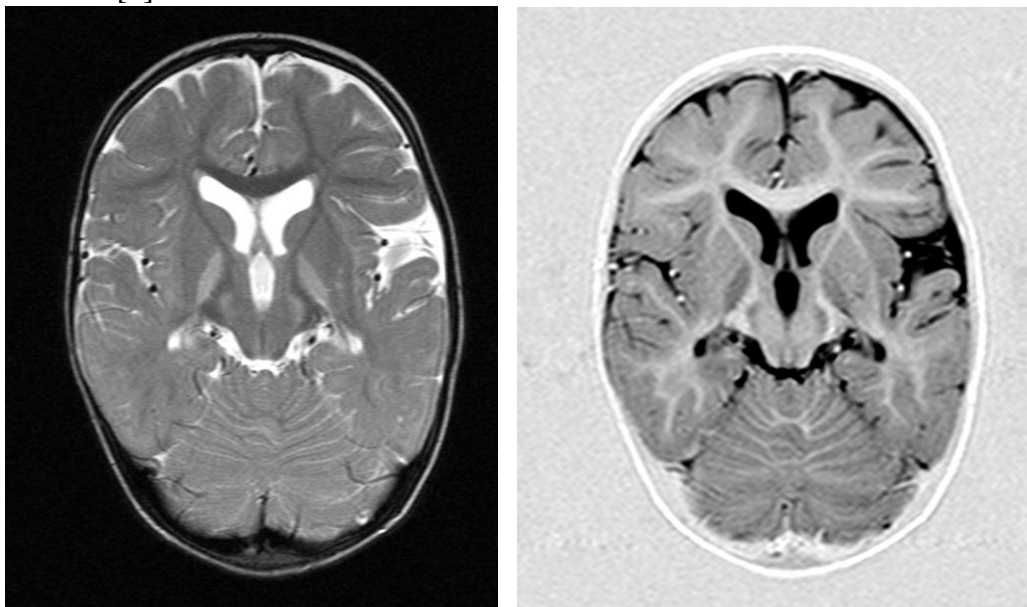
Axial T2-weighted and T1-weighted sequences in a 14-month old boy who had suffered from kernikterus. Note the pronounced signal alterations in the globus pallidus and in the subthalamic nuclei, as well as in the hippocampi.
